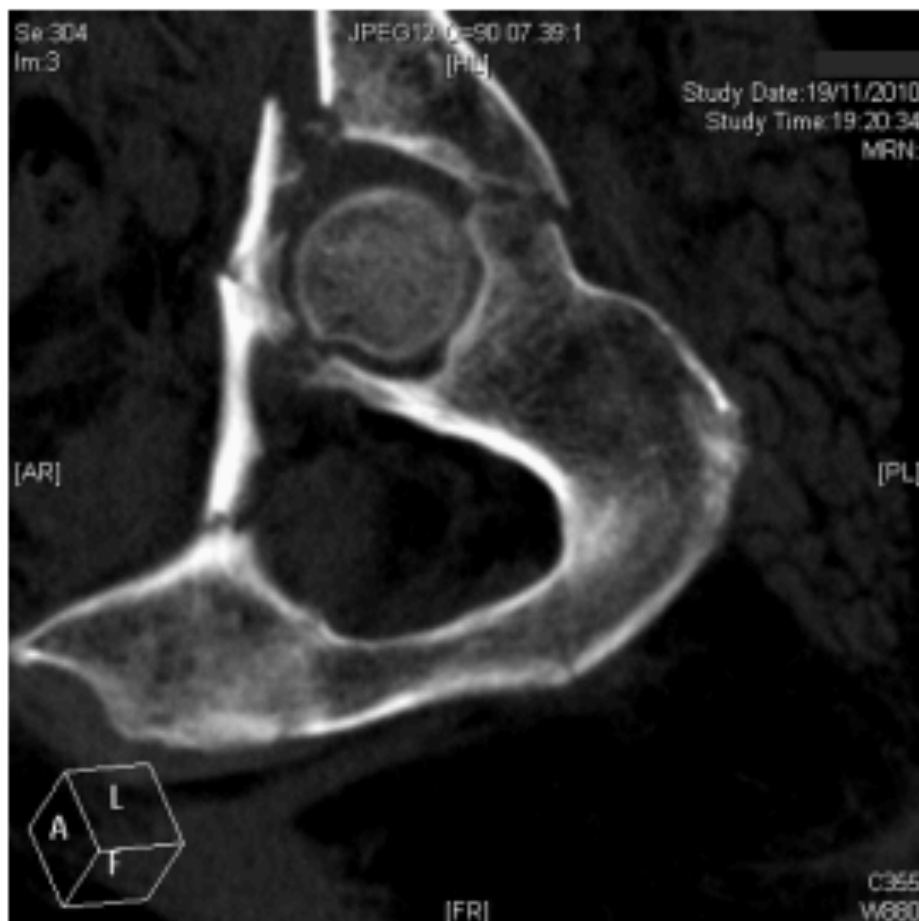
TDM en vue sagittale montrant une Fracture des deux colonnes (17)
